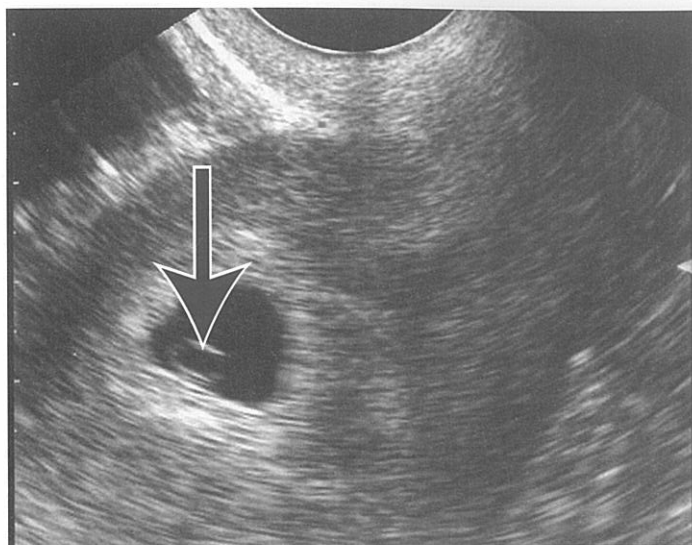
Sacul amniotic (săgeata) în interiorul sacului gestațional intrauterin. Sarcină incipientă normală. Imagine transvaginală. [Reprodusă cu permisiunea Ma OJ, Mateer JR, Reardon RF, Joing SA: *Ma & Mateer's Emergency Ultrasound*, ediția a III-a © 2014, McGraw-Hill Inc, New York]
